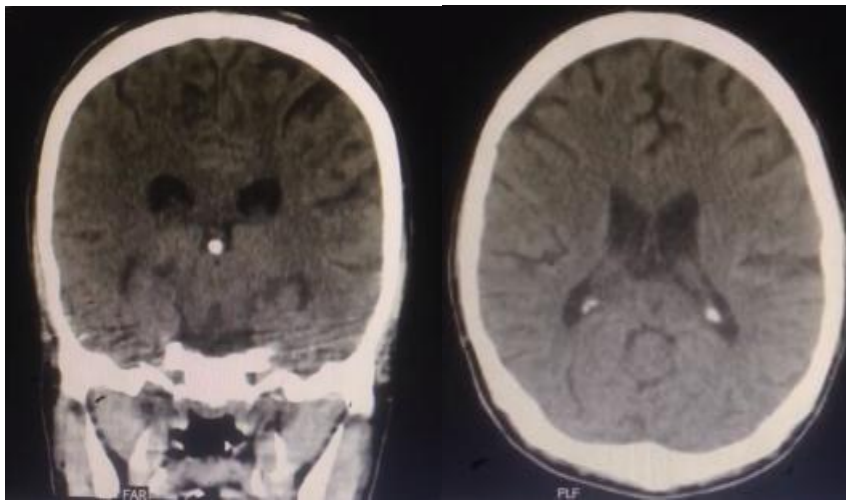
TAC cerebral. Se observa zona hiperdensa más atrofia cerebral.
